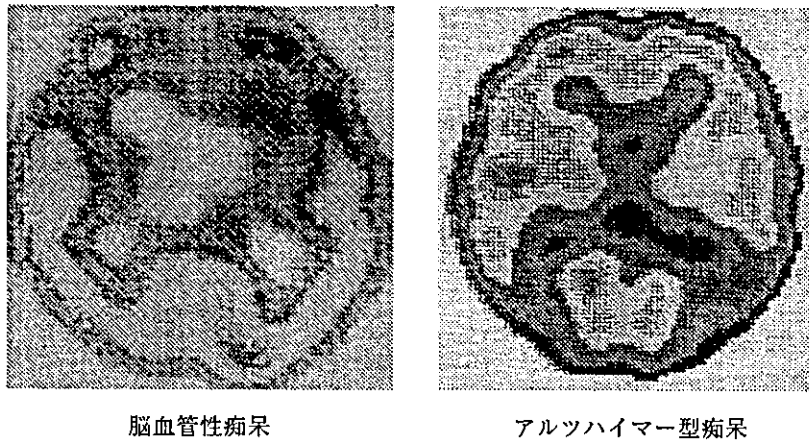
SPECT でみた脳血管性痴呆とアルツハイマー型痴呆における脳血流分布の相違。前者は前方低下型、後者は後方低下型である。
